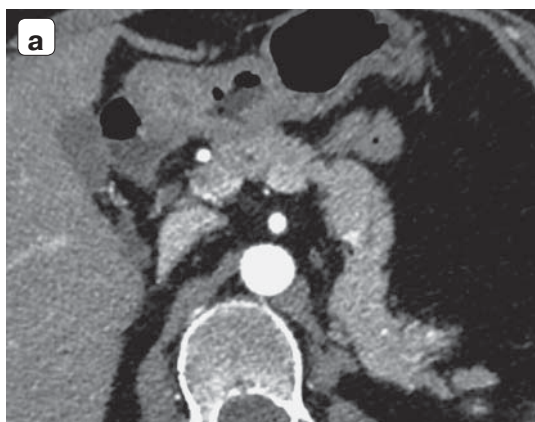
Компьютерные томограммы. “Мягкая” ПЖ. Аксиальные изображения с контрастным усилением: а — артериальная фаза; б — венозная фаза.
